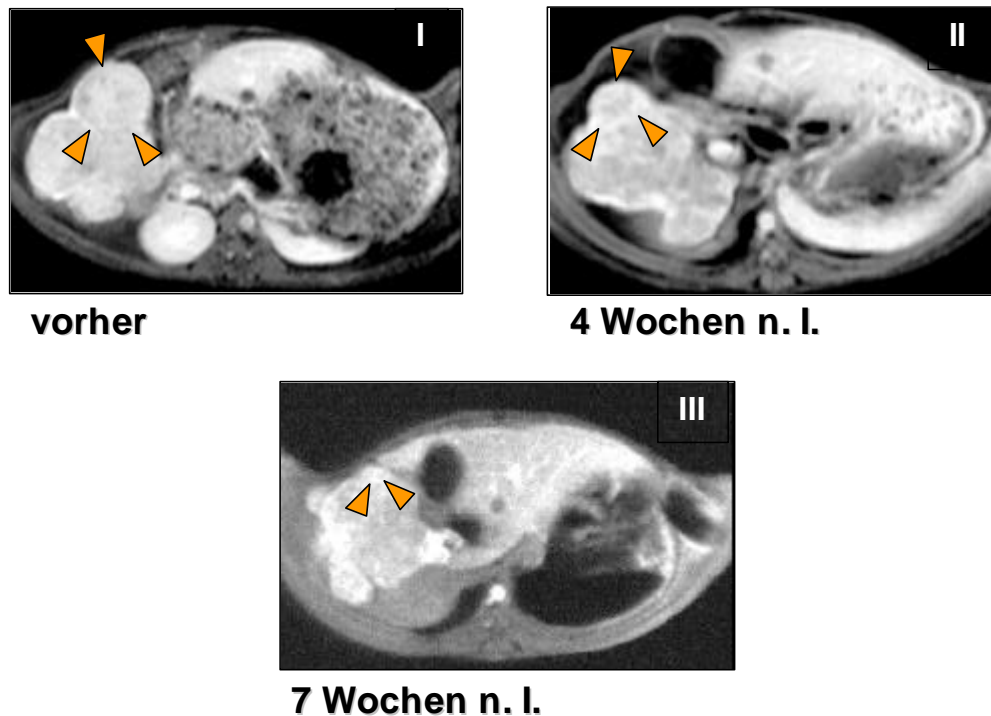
Antitumorale Langzeit-Wirkung von AdIL-12/B7.1 auf WHV-induzierte primäre Lebertumoren. Die T1-gewichteten postkontrast Magnetresonananz-Bilder von einer repräsentativen Murmeltier-Leber zeigen neoplastische Tumorknoten. Der mit orangefarbenen Pfeilen gekennzeichnete Tumor erhielt eine direkte Injektion von 1×10^9 pfu von AdIL-12/B7.1 unter MRI-Anleitung. Der behandelte Tumor ist vor der Behandlung (I) und 4 (II) und 7 (III) Wochen nach der Virusinjektion gezeigt. Die Reduktion der Tumorgöße über 43% (4 Wochen nach der Injektion) auf 95% (7 Wochen nach der Injektion) sind in den Bildern II und III gezeigt. Das Wachstum der umliegenden unbehandelten Tumorknoten von vergleichbarer Größe blieb unverändert.
